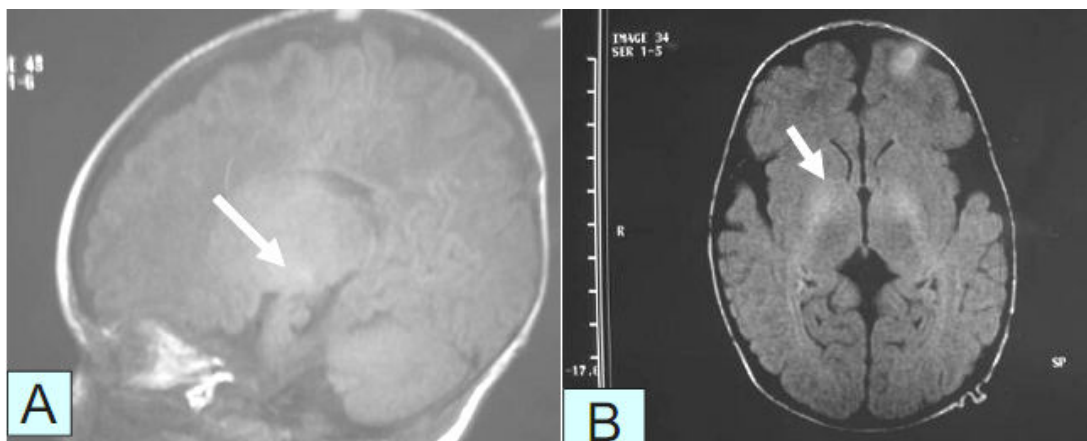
Ressonância magnética, evidenciando (setas) sinal de alta intensidade no subtálamo (Margotto)
